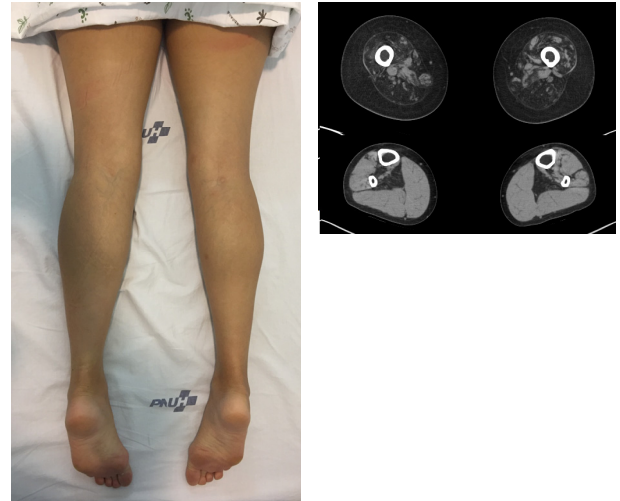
Calf pseudohypertrophy in spinal muscular atrophy (left), and muscle CT (right upper, thighs; right lower, lower legs) of the same patient.
